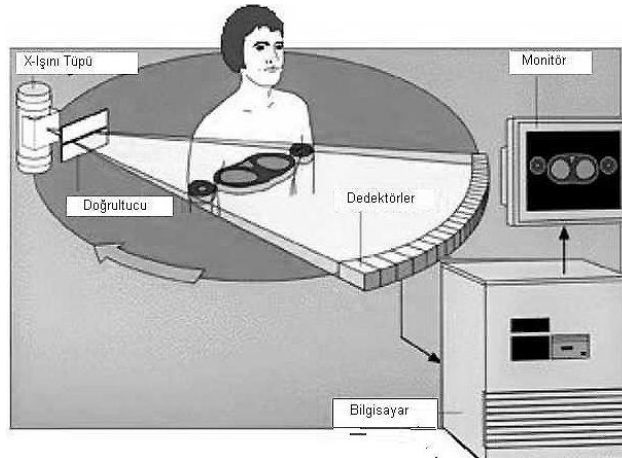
Standart bir BT bileşenleri
